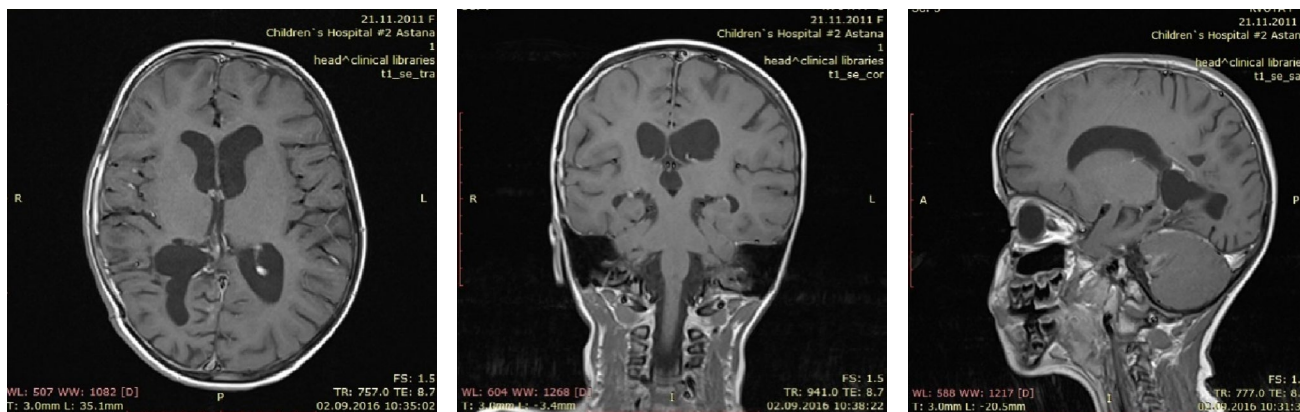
МРТ головного мозга в аксиальной (а), сагитальной и (б) фронтальной (в) проекциях; после 1 года наблюдения
